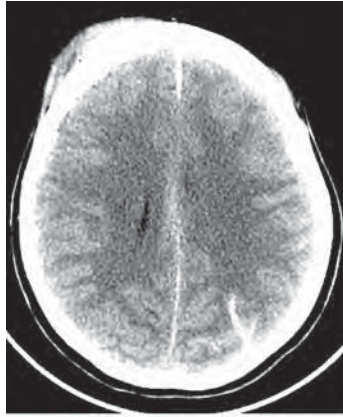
МСКТ-снимок головного мозга с травматическим САК в левой затылочной области
